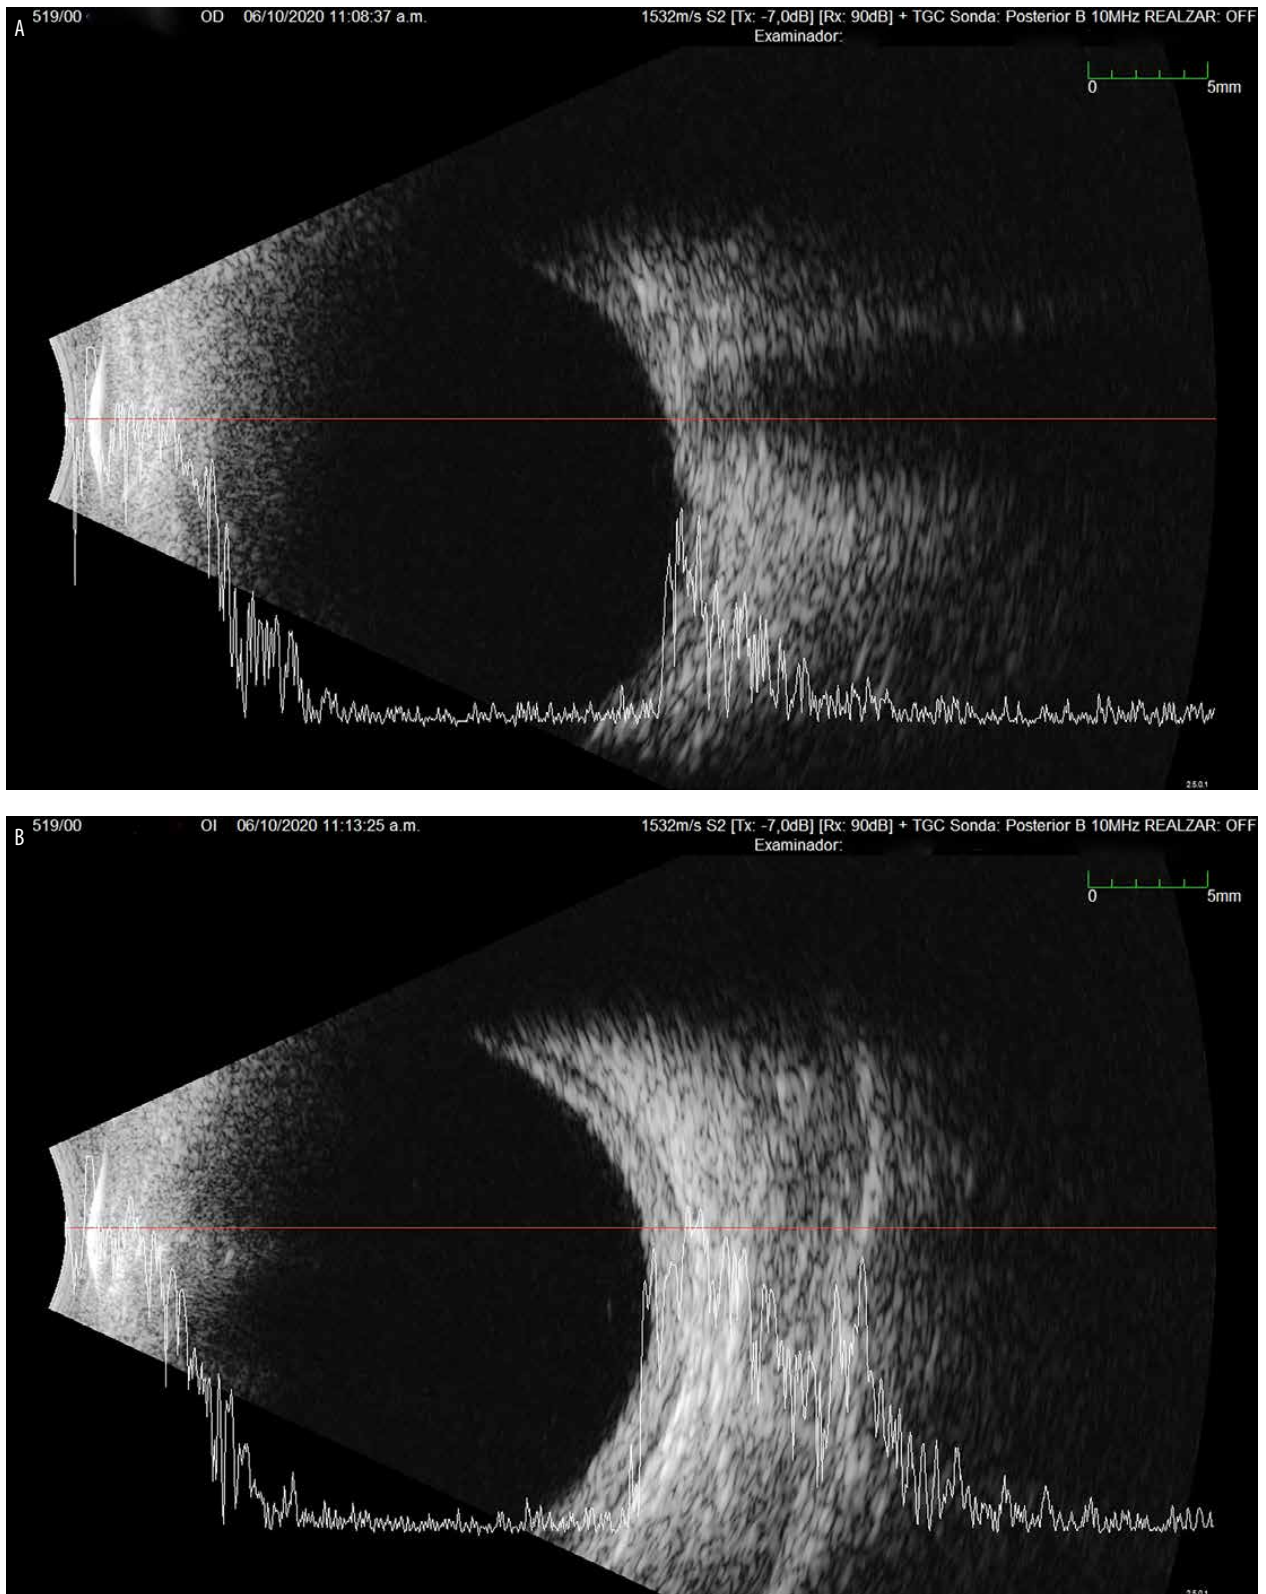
Ecografía modo B. A) ojo derecho normal. B) se evidencia aumento del grosor escleral con signo de la “T” en el ojo izquierdo.
